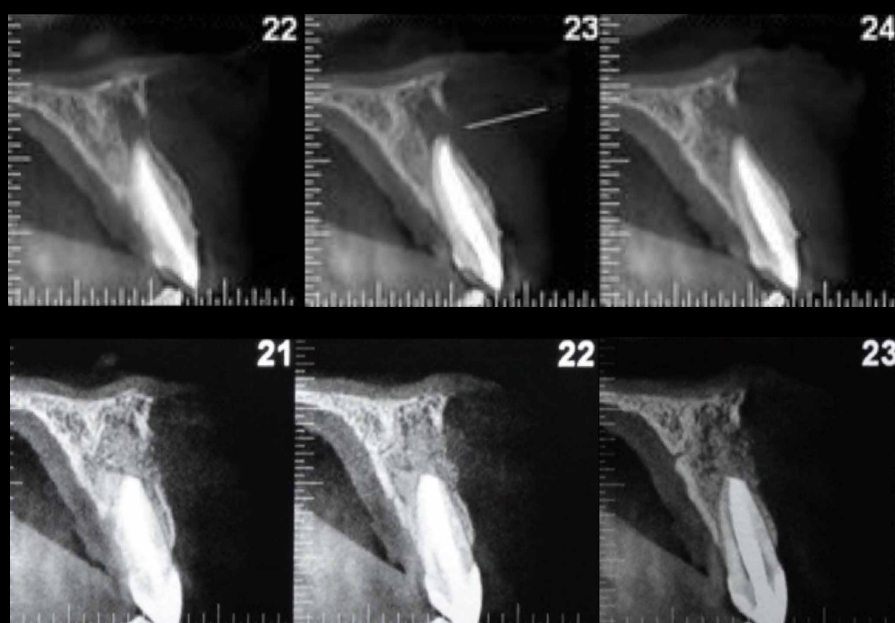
Control con tomografía computada de haz de cono inmediata
